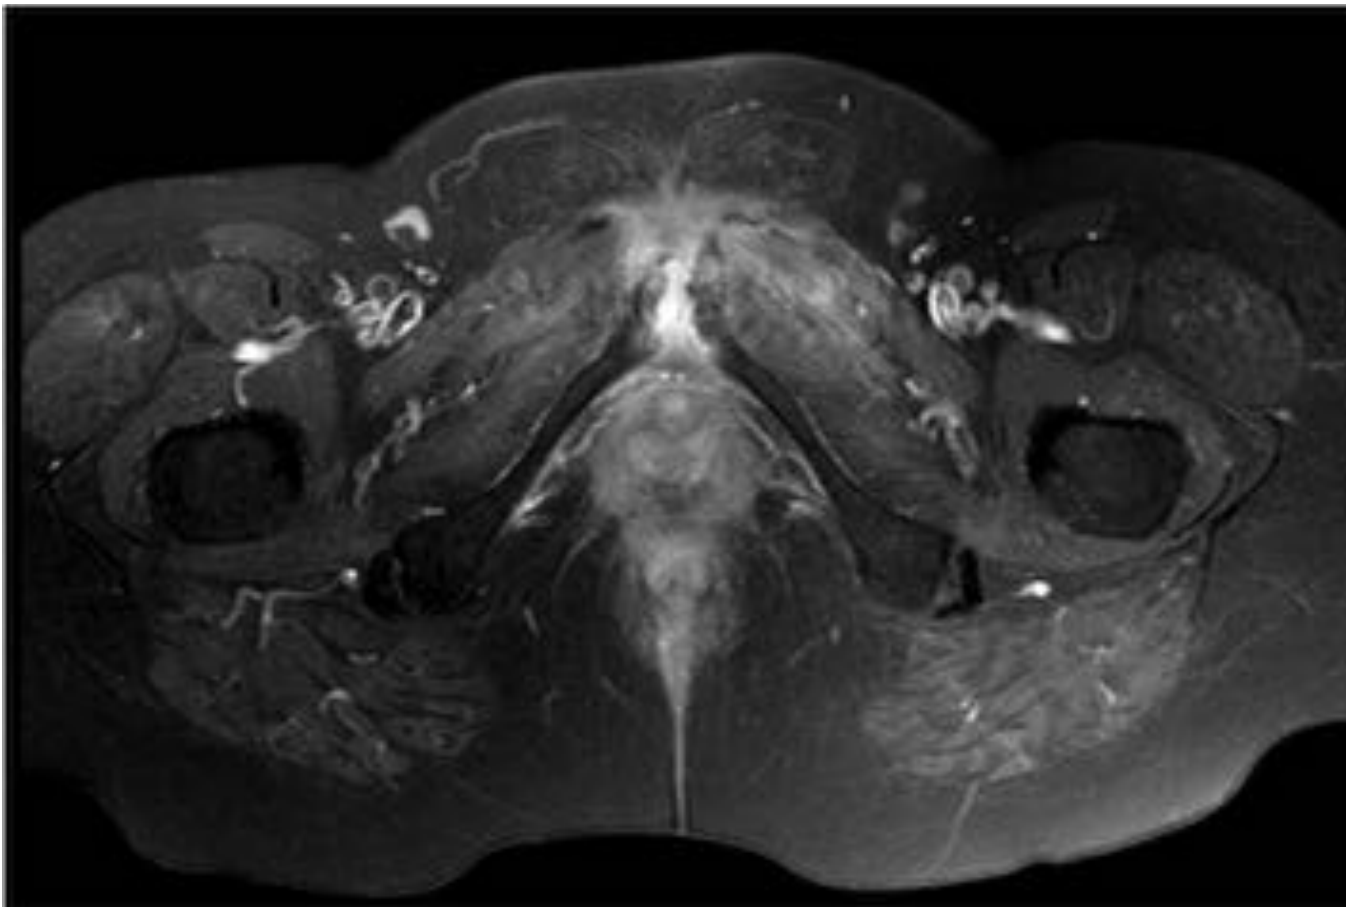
RM axial y coronal T1 con contraste y supresión grasa que muestra signos de artritis del pubis con ensanchamiento articular y cambios inflamatorios con realce bilateral que se extiende hacia musculatura aductora izquierda.
